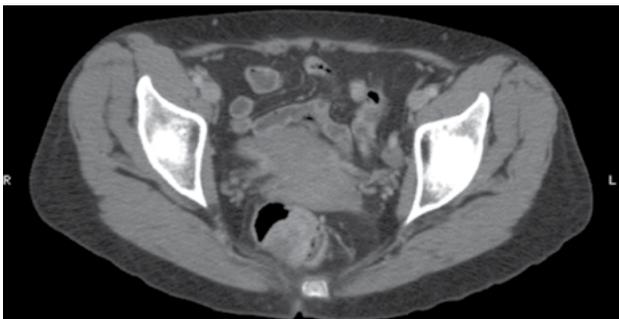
Tomografía computada. Engrosamiento mural irregular, hipercaptante del medio de contraste, que mide 3,9 x 4,2 cm.
